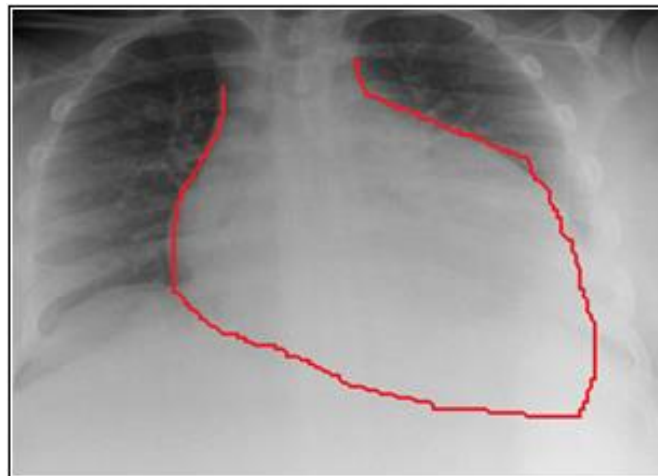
Radiografia de um coração com MD.
